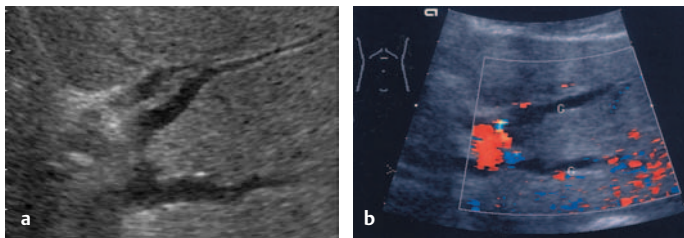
a u. b Intrahepatische Gallenwegserweiterung bei längerfristiger biliärer Druckerhöhung. a B-Bild: erweiterter intrahepatischer Gallengangsast im Segment II und ventral begleitendes Portalgefäß; erweiterter Gallengangsast im Segment III. b FKDS: Der linke Pfortaderhauptast ist rot kodiert. Die Farbduplexsonographie (ggf. mit Spektralanalyse) lässt eine Differenzierung zwischen Portalast, Arterie und Gallengang zu
